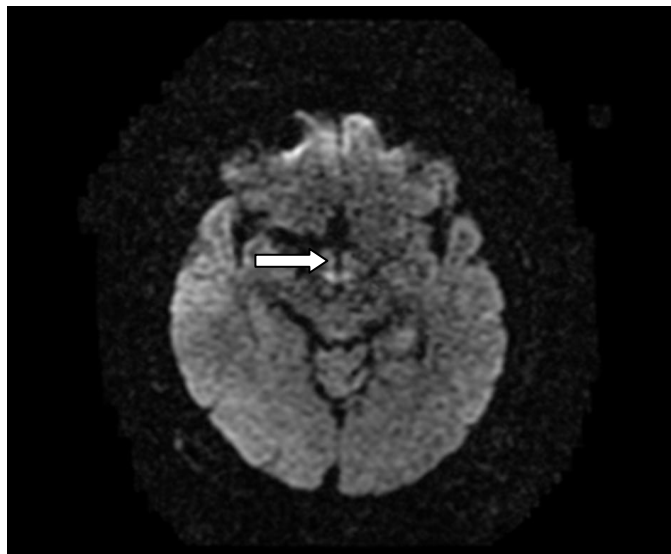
IMÁGENES POR RMN REPRESENTATIVAS.
